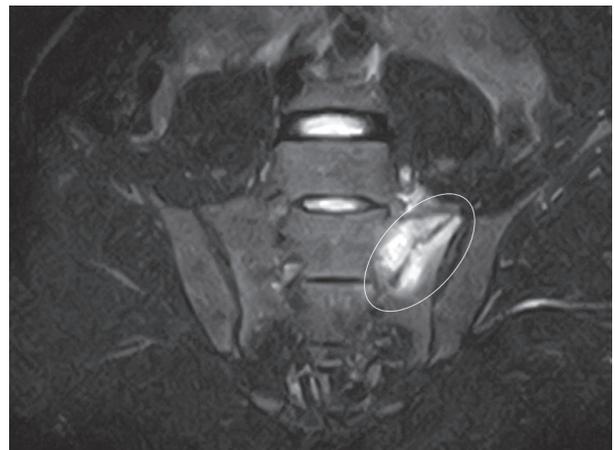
症例9 21歳男性 4週後MRI STIR 冠状断像
